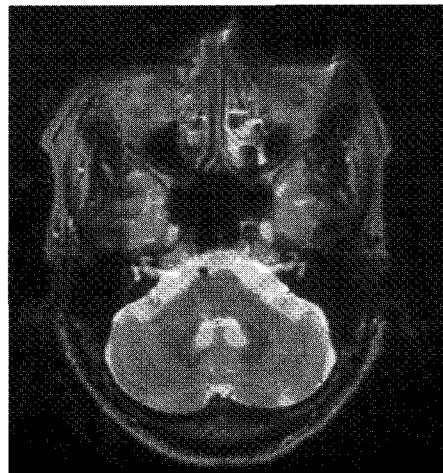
T2 weight brain MRI: small high signal intensity in the right facial colliculus of pons
